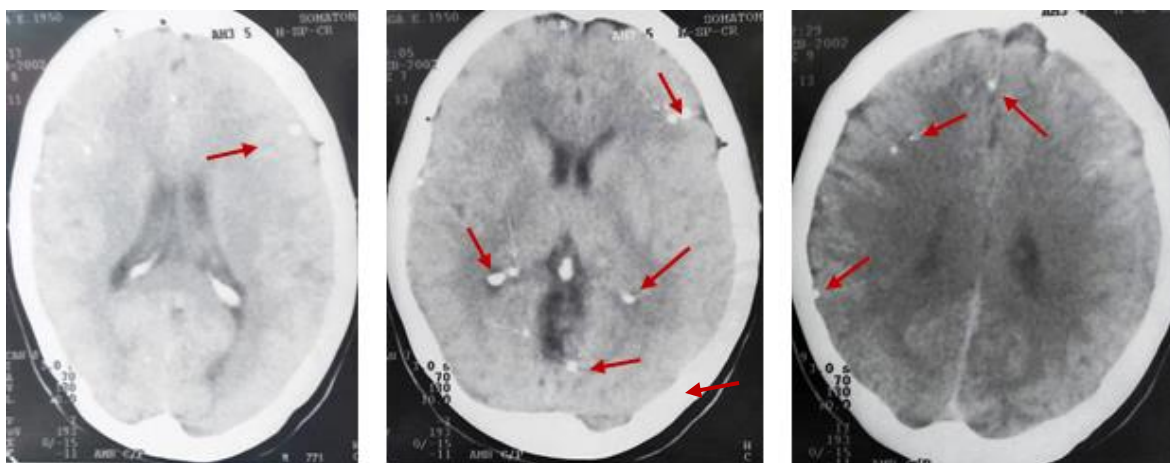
CT cerebral a pacientei cu NCC și epilepsie. Calcificate intracerebrale multiple.
